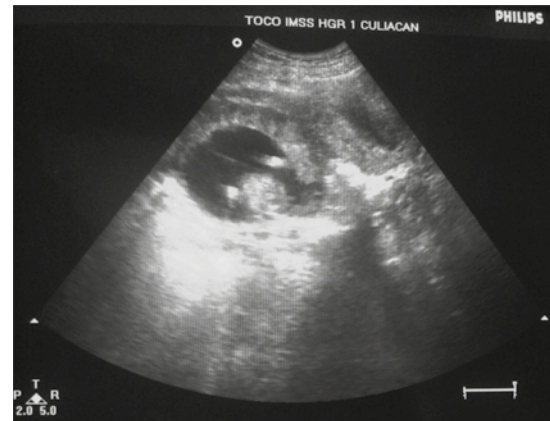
Imagen de ultrasonido transabdominal en corte sagital, con transductor convexo de 3.5 MHz. Feto vivo, con saco gestacional íntegro, extrauterino y abundante colección de líquido en el fondo del saco de Douglas.
